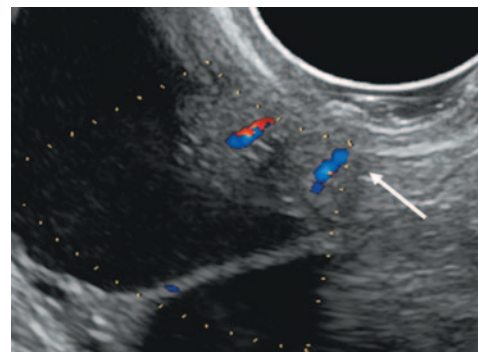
Трансвагинальное УЗИ. При цветовом доплеровском картировании определяются сосудистые локусы в сосочковых разрастаниях.
